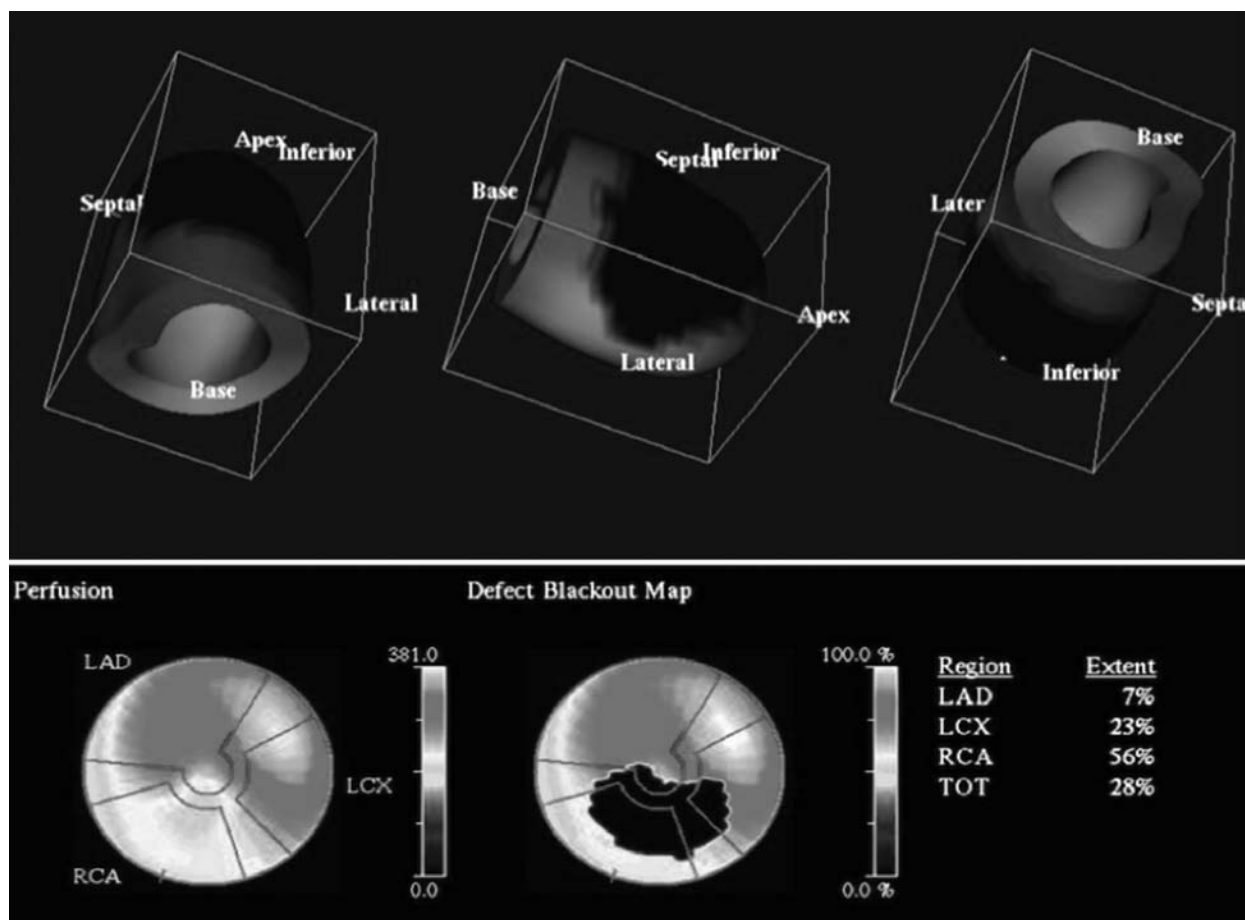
Данные ОФЭКТ миокарда с технецием-99 у пациентки Ж. 52 лет, свидетельствующие о наличии обширной зоны гипоперфузии вследствие некроза в бассейнах огибающей и правой коронарной артерий на 10-е сут после ИМ
